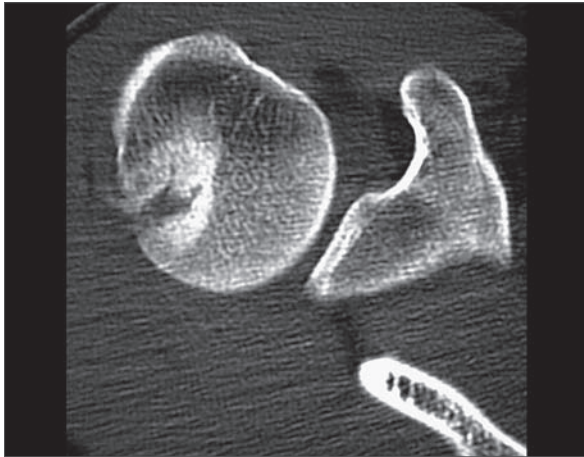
CT-Untersuchung mit Humeruskopffimpression dorsal.
